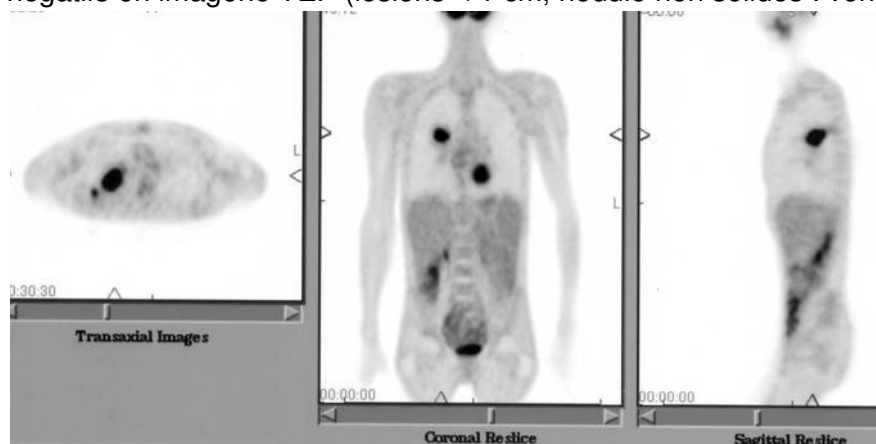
même cas que sur la figure 3 et 7. La fixation du 18FDG est limitée à la tumeur, sans fixation ganglionnaire médiastinale ni fixation pathologique à distance (NB la fixation colique est vésicale n'est pas pathologique)
